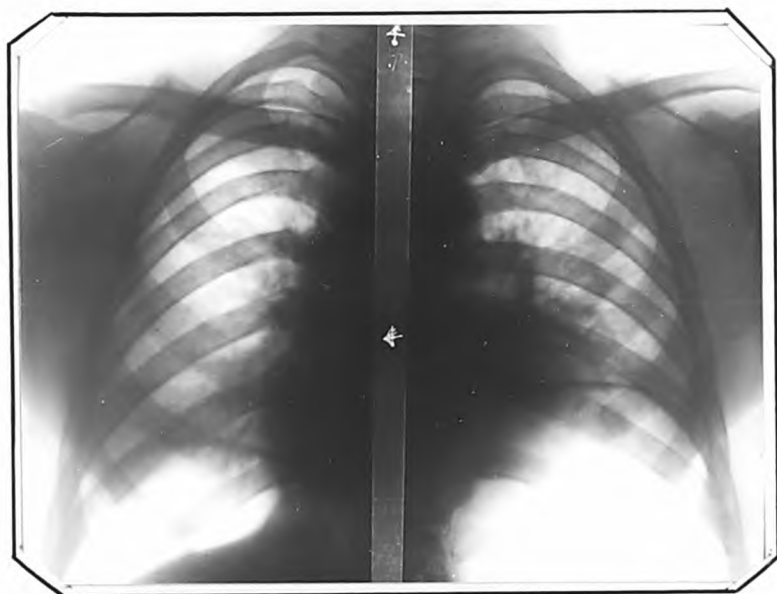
Рентгенограмма больного М. от 2.1.1948 г. (через 4 месяца). Газовые пузыри пневмоперитонеума. Слева под ключицей полость распада и очаги обсеменения.
